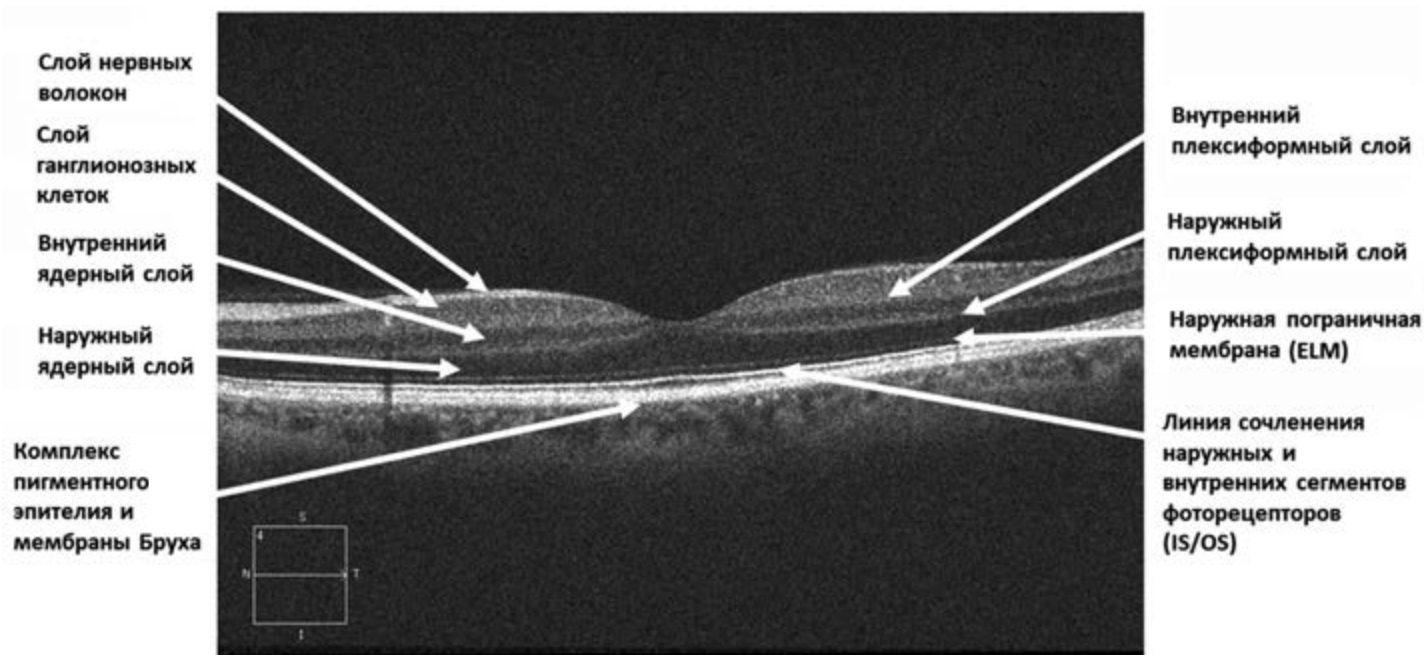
Томограмма макулярной области в норме.
